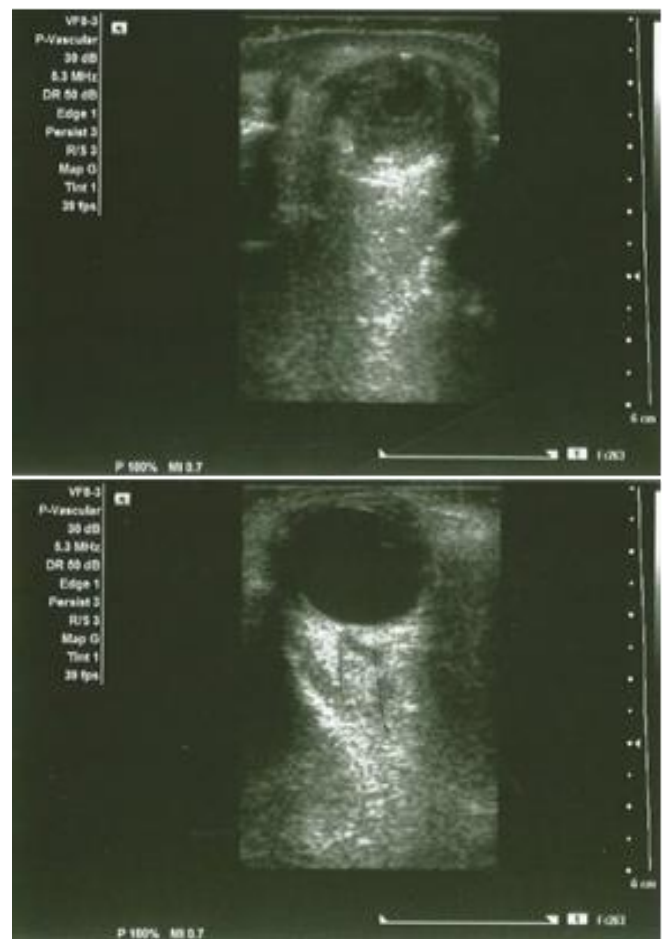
Ecografía "point of care" en el ojo derecho que demuestra disminución en el tamaño del globo, el colapso de la cámara anterior.
